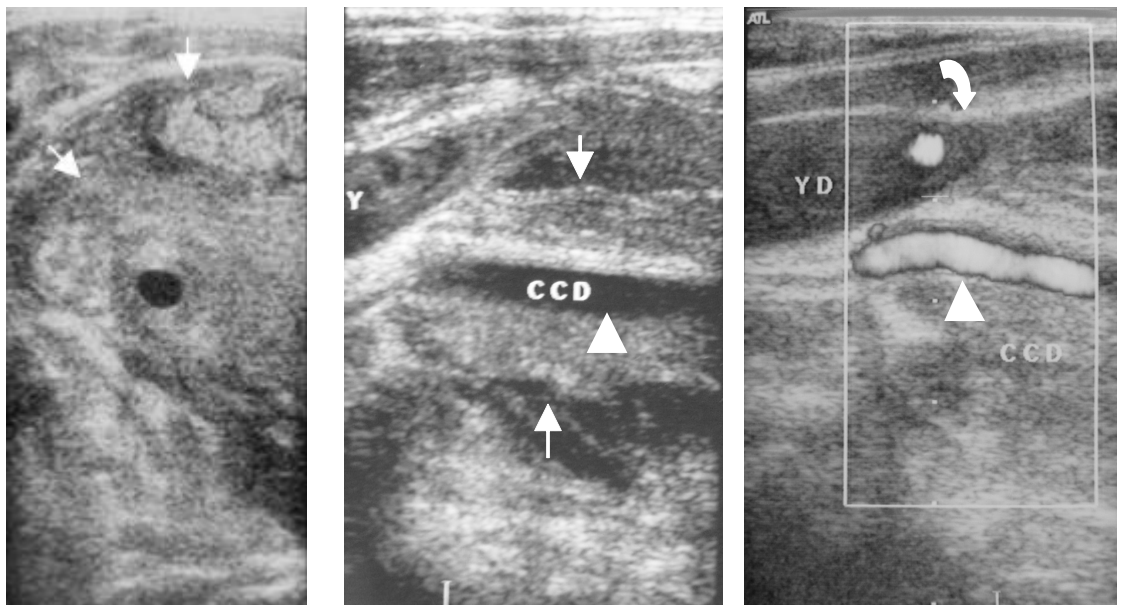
(A,B,C): Ecografía: Se observa extenso tumor sólido de tiroides (flechas), que se extiende predominantemente a la derecha, envolviendo a la arteria carótida común (puntas de flecha) y atrapando a la vena yugular (flecha curva).
